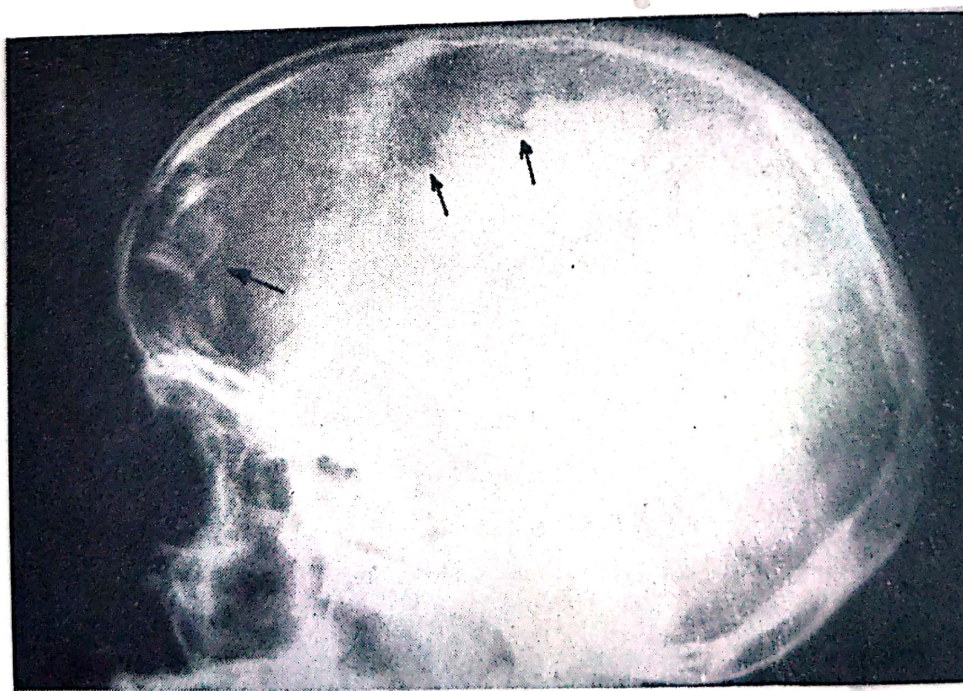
J — Radiografie de craniu, profil drept. Fractură fronto-sinusală cu pneumatocel subarahnoidian
